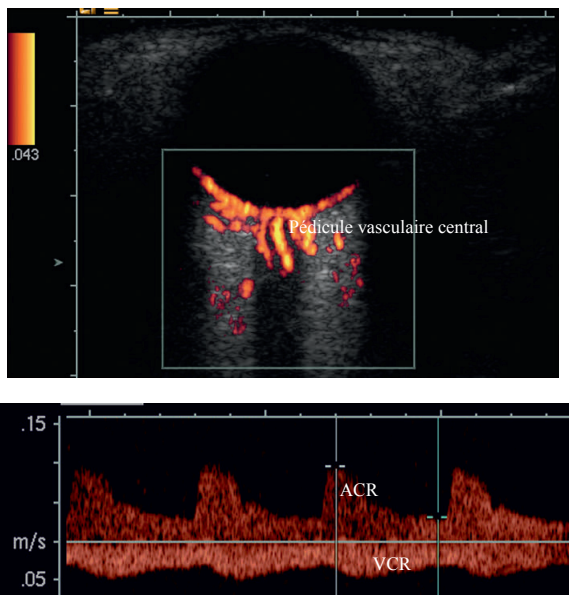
Echo-Doppler couleur du pédicule vasculaire central rétinien (œil sain)
